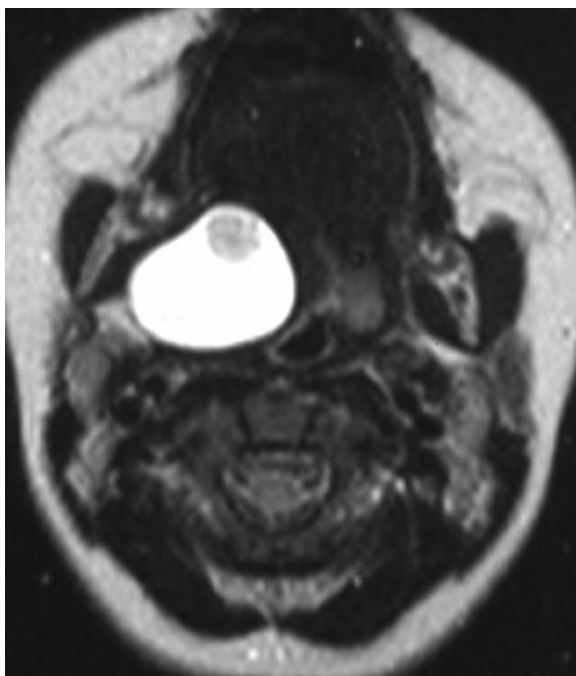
Branchial cleft cyst: T2-weighted images, transverse projection.
